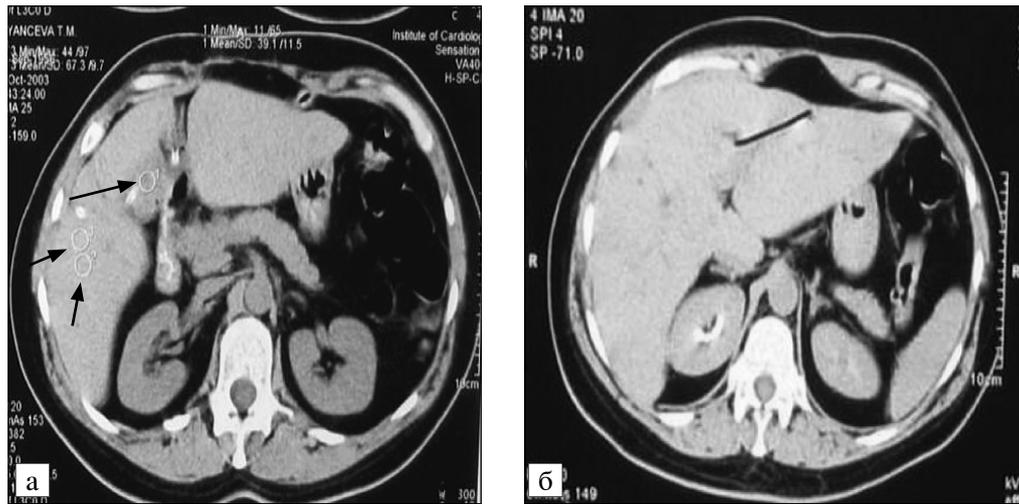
Компьютерная томограмма больного Б., 54 года.
